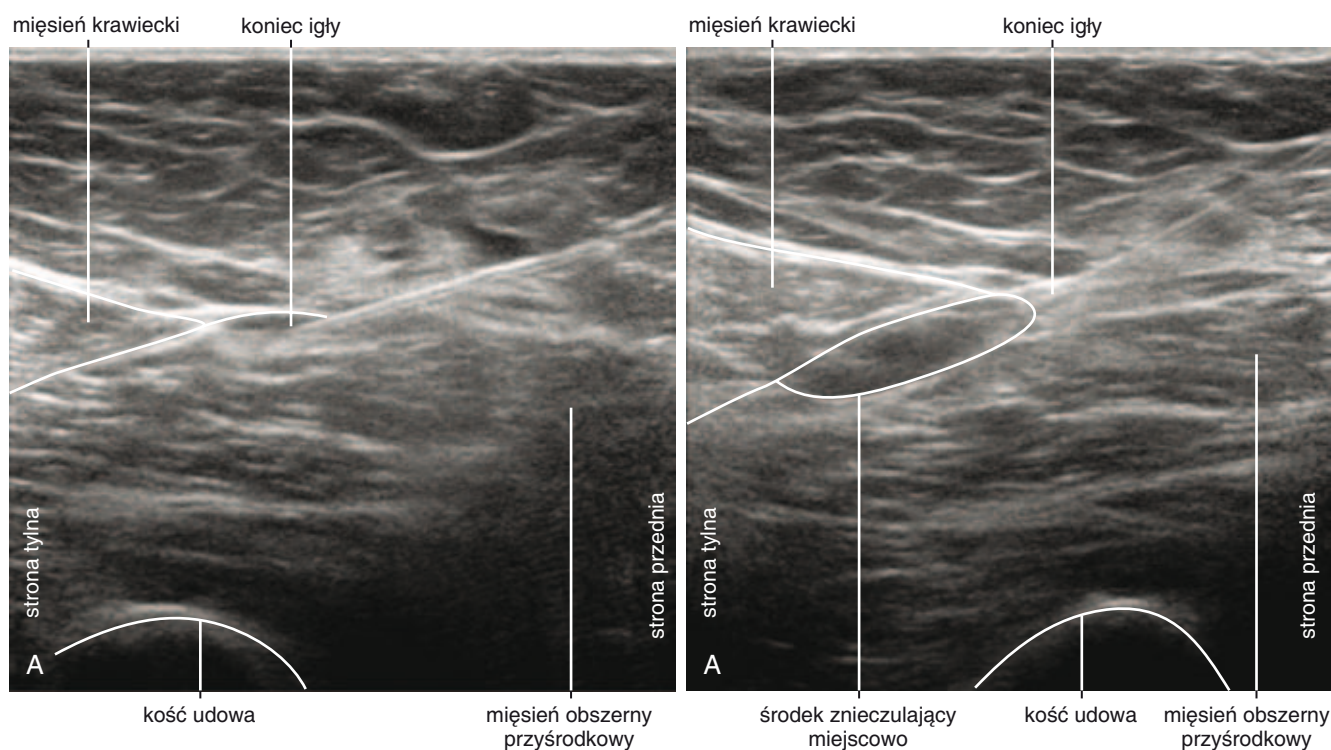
Kolejne ultrasonogramy przedstawiają sposób wykonania blokady nerwu udowo-goleniowego w środkowym odcinku uda z dostępu pod mięśniem krawieckim. Mięsień krawiecki i leżące pod nim struktury nerwowe przedstawiono w osi krótkiej. W technice in-plane koniec igły przebija mięsień krawiecki i kieruje się w stronę płaszczyny powięziowej na przedniej stronie tętnicy udowej (A). Na tym przykładzie po wykonaniu iniekcji środek znieczulający miejscowo rozprzestrzenia się wokół pojedynczego kompleksu nerwowego pod mięśniem krawieckim (B).
